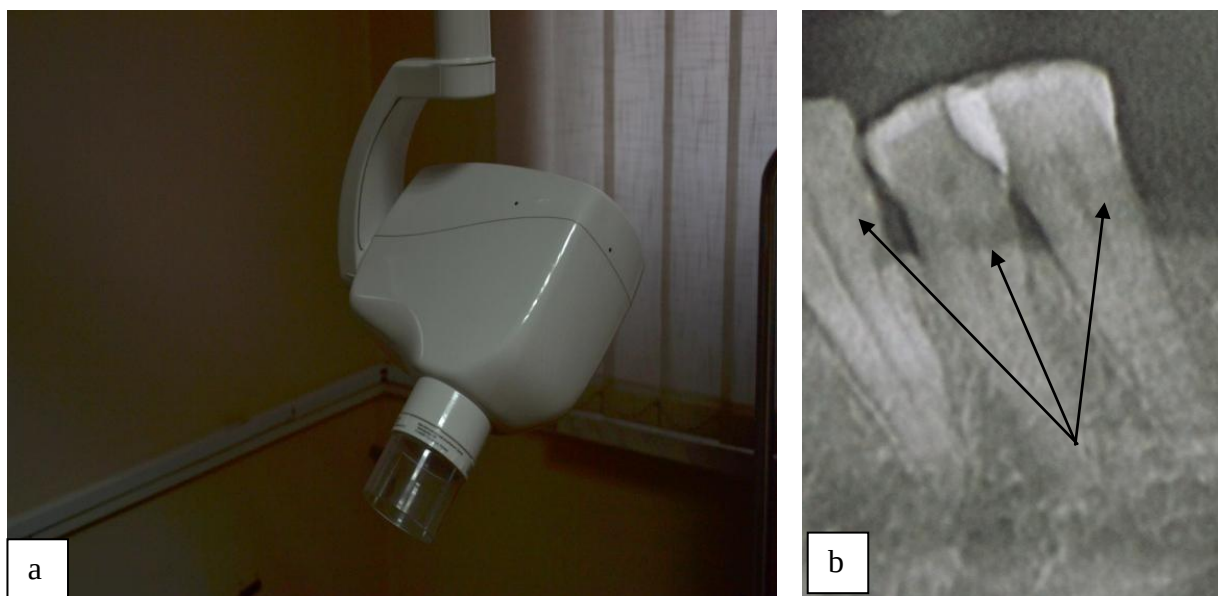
Radioviziograf FOCUS™ (Instrumentarium Dental, SUA) (a). Radiografie retroalveolară (b) a dintelui 44 cu defect cuneiform (până la tratament)
